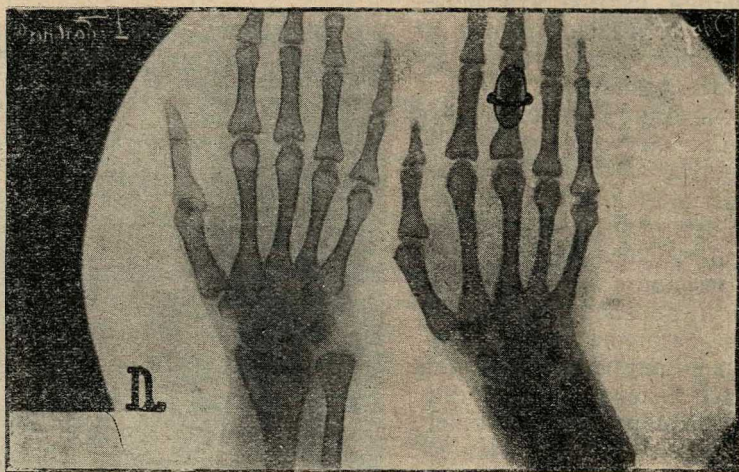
Рентгенограмма кисти женщины 22 л., страдающей идиопатическим остеопситирозом. Одновременно на той же пластинке рядом снята рентгенограмма здоровой женщины того же возраста (с кольцом на пальце). У первой резко выраженный остеопороз. Собственное наблюдение.
